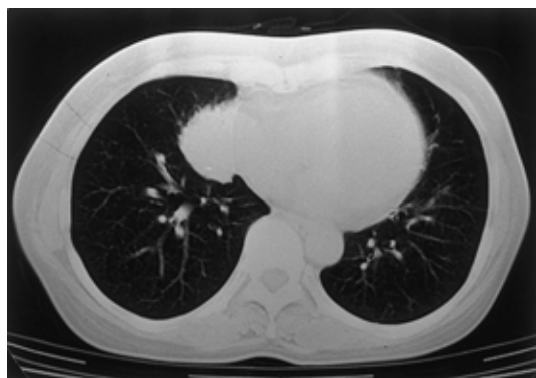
Chest CT scan shows a mass lesion in the right middle lobe.
